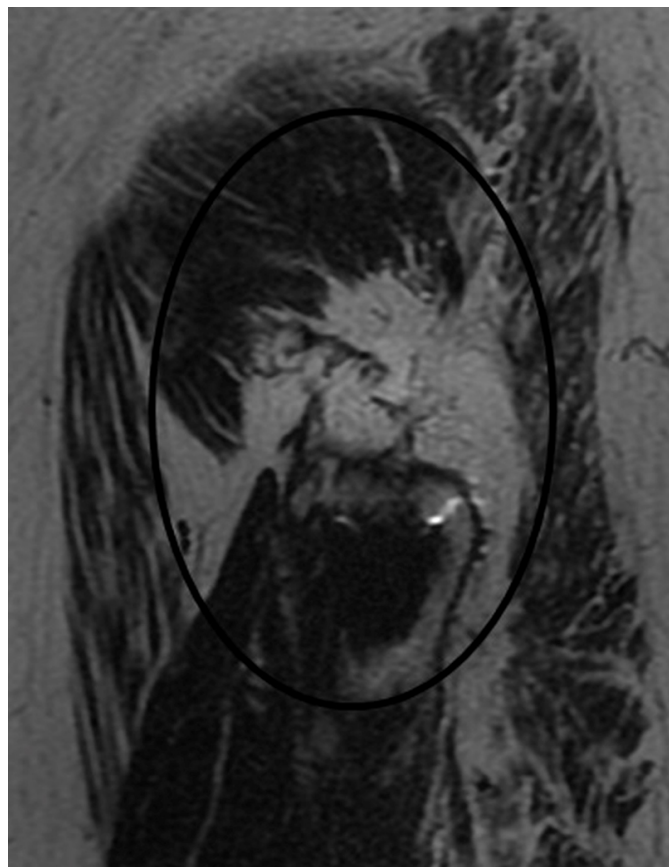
RMN da anca (sagital). Na imagem está assinalada a rotura
